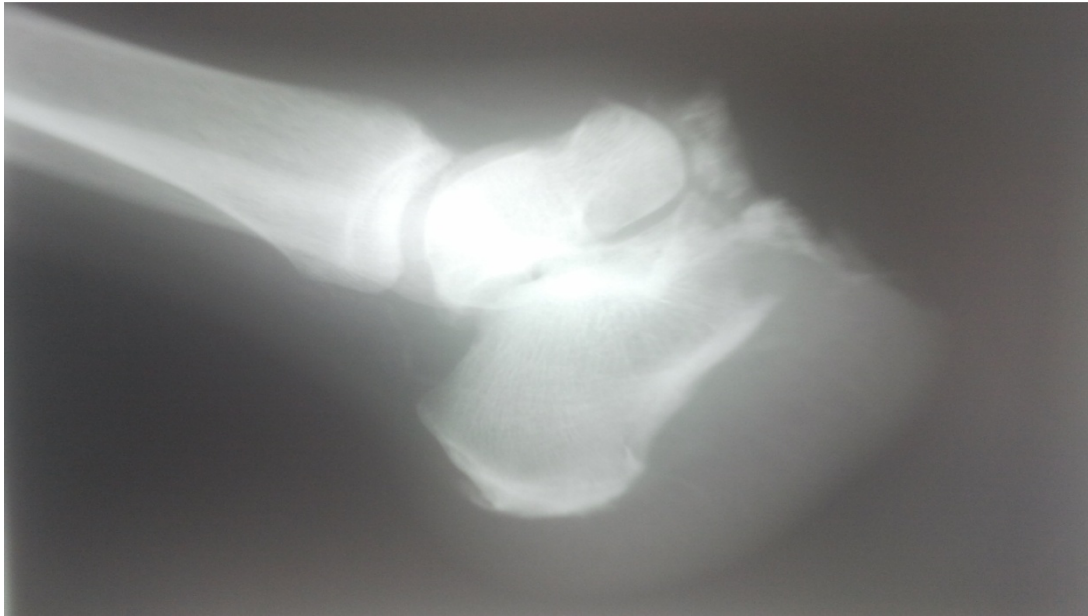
radiographie post-amputation de Lisfranc (image du service)
